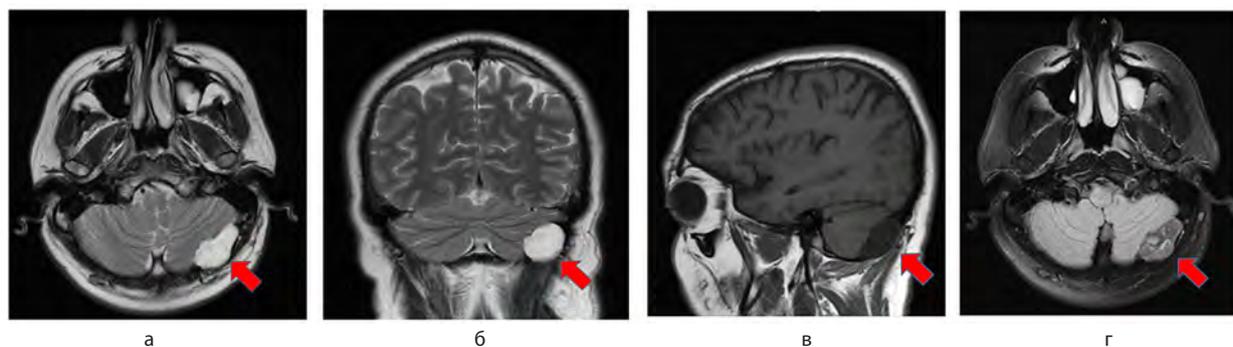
МРТ головного мозга. Пациент Н., T-2 взвешенные изображения: а, г – аксиальная проекция; б – фронтальная проекция; в – сагиттальная проекция (стрелками указана эпидермоидная киста).
